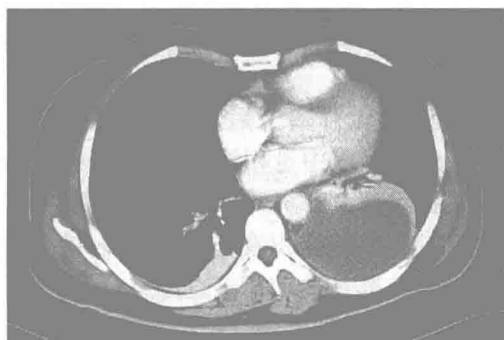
胸部 CT:左侧胸腔包裹性积液并局部肺不张
